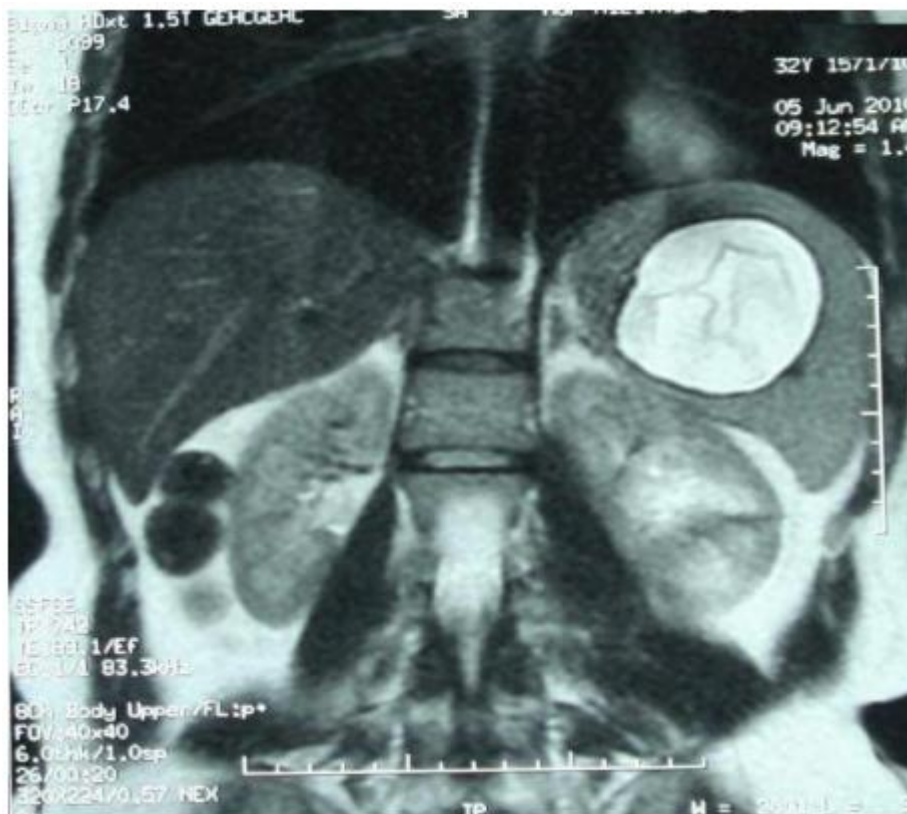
un KH splénique sur une coupe sagittale d'IRM [69]
